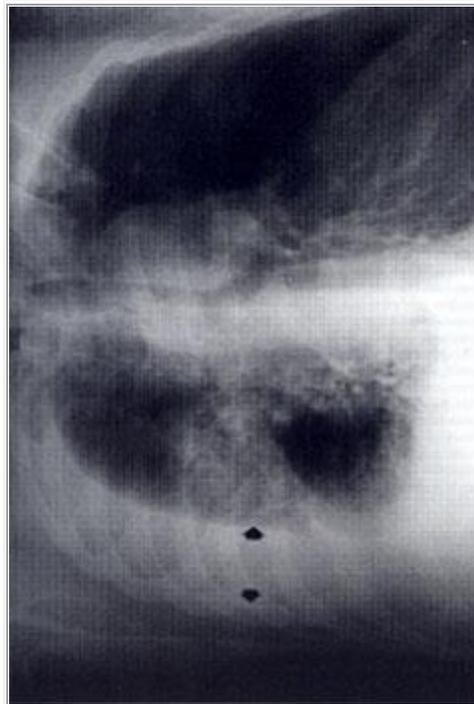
Radiografía de tórax en decúbito lateral, tomada con rayo horizontal. El grosor del derrame se mide desde la superficie interna de las costillas en el sitio de máxima acumulación. Un grosor de 10 mm o más hace aconsejable una toracocentesis diagnóstica.
